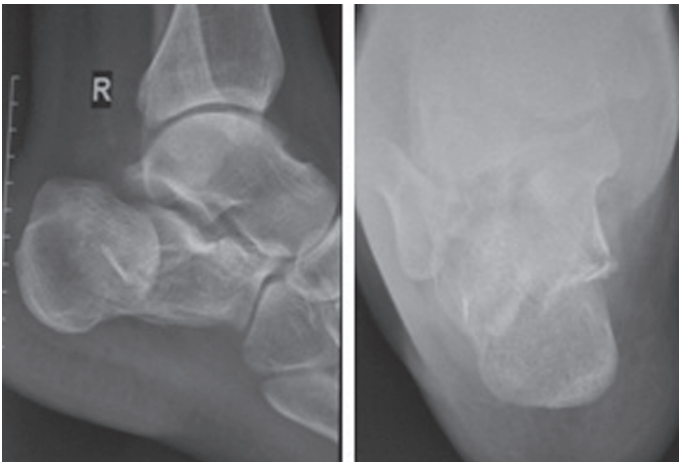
Рентгенограммы до операции. Перелом пяточной кости
